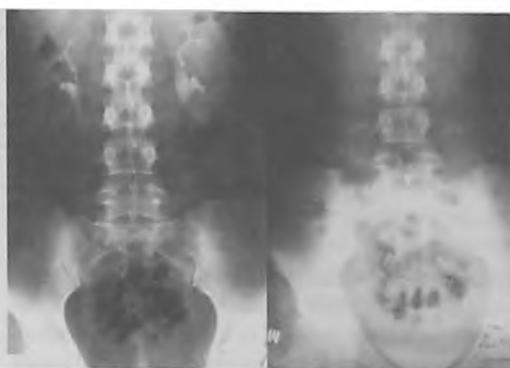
Рентгенологическая картина нефроптоза справа с функциональной подвижностью почки
